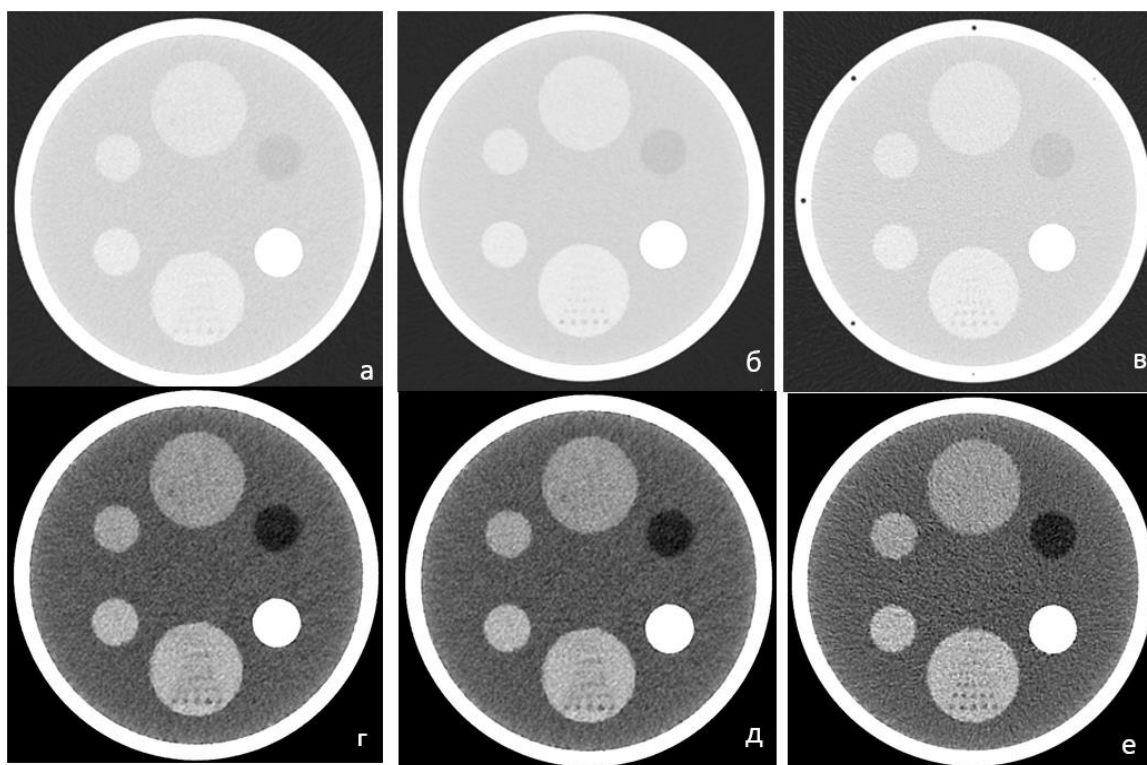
КТ-изображения калибровочного фантома в легочном (верхний ряд) и мягкотканном окне (нижний ряд): а, г – НДКТ с МИР; б, д – стандартная КТ с МИР; в, е – стандартная КТ с ГИР
